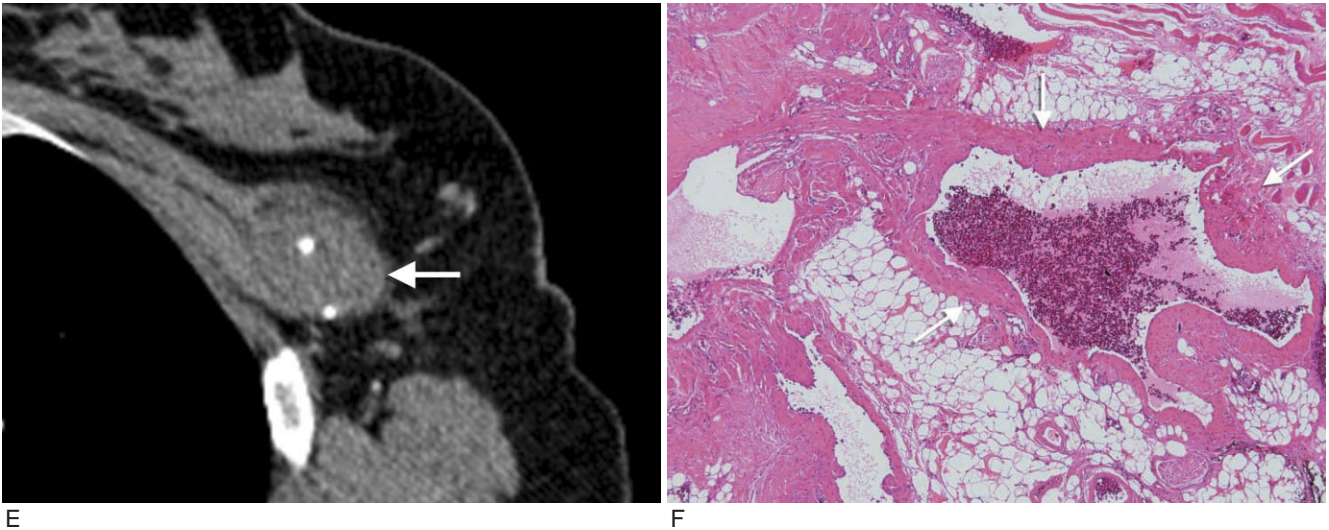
E. Computed tomography showed poorly enhancing oval mass with internal small punctuate calcifications between pectoralis major and minor (arrow).
